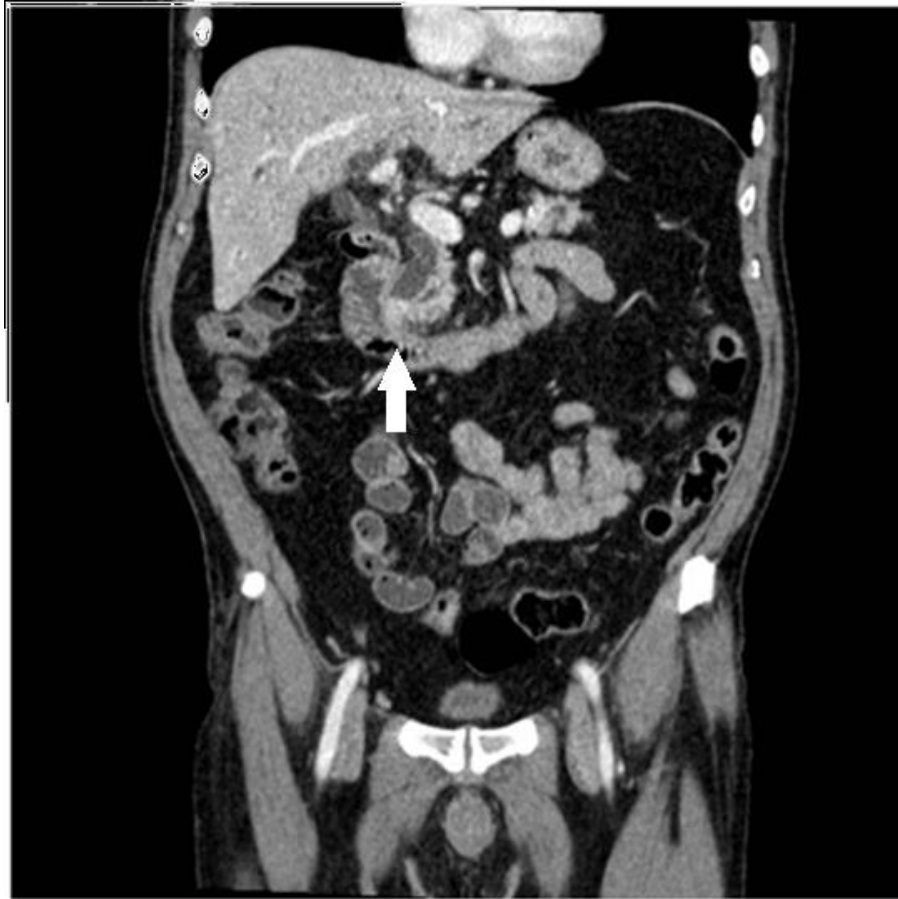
24.4b: TC em plano coronal (A) e Colangioressonância (B) demonstrando importante dilatação das vias biliares intra e extra-hepáticas por neoplasia duodenal na região periampular.
